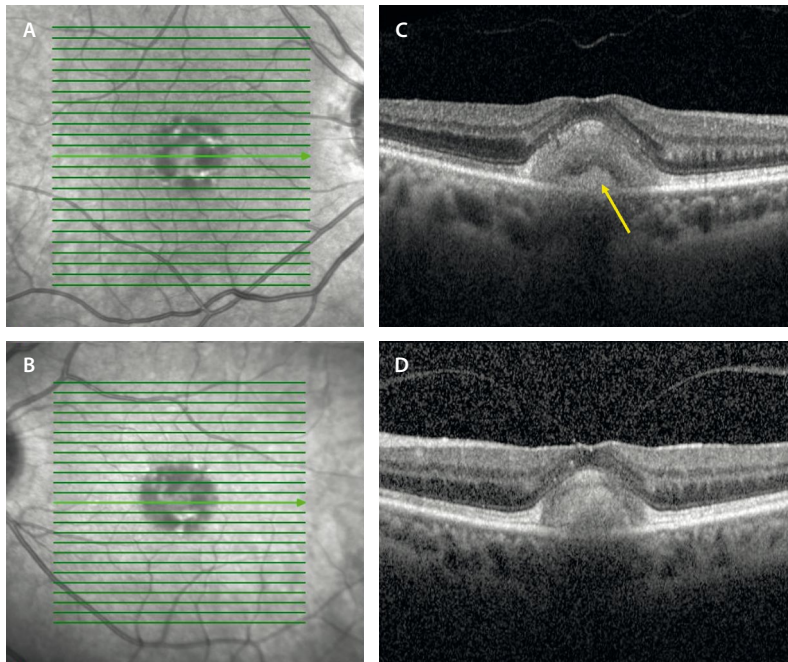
Distrofia macular viteliforme del adulto. A y B) Imagen cercana a la infrarroja donde se aprecia una lesión foveal hiperreflectiva con cambios hiperreflectivos focales. Es una lesión bilateral y simétrica, en ausencia de drusas. C y D) La tomografía de coherencia óptica muestra un depósito hiperreflectivo subretiniano foveal que presenta un cambio pigmentario focal (flecha amarilla) separado por un espacio hiporreflectivo típico.
